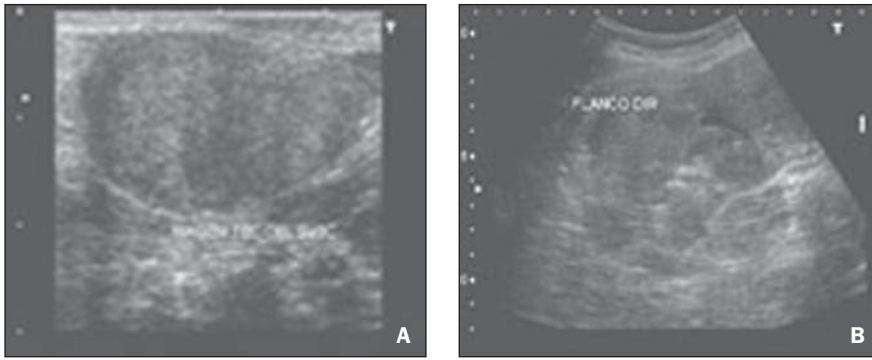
Ultra-sonografia demonstra formações nodulares de ecogenicidade heterogênea predominantemente hipocóica, de dimensões variadas, algumas confluentes, distribuídas na cavidade peritoneal.
